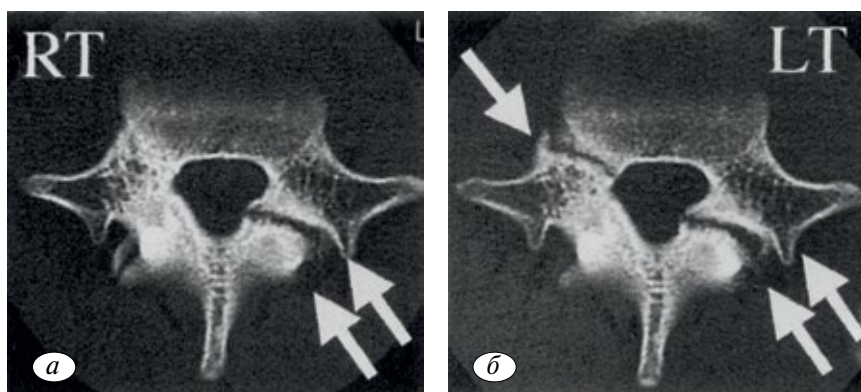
Данные аксиальной КТ позвонка L₄ [25].
